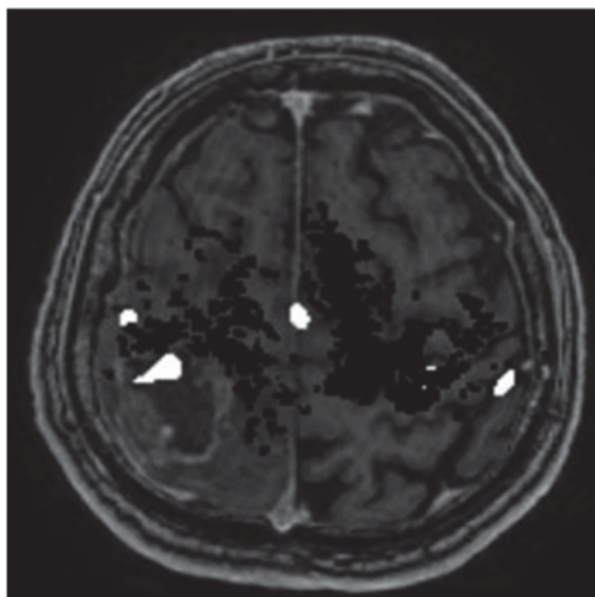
МРТ у пациента с внутримозговой опухоль правой теменной доли, кольцевидно накапливающей контрастный препарат, аксиальная проекция. Пример корегистрированных данных для навигационной системы, включающих структурную МРТ в режиме T1+C, фМРТ (моторные зоны коры изображены белым цветом, моторная зона руки прилежит к опухоли) и МР-трактографии (волокна тракта изображены черными точками).
